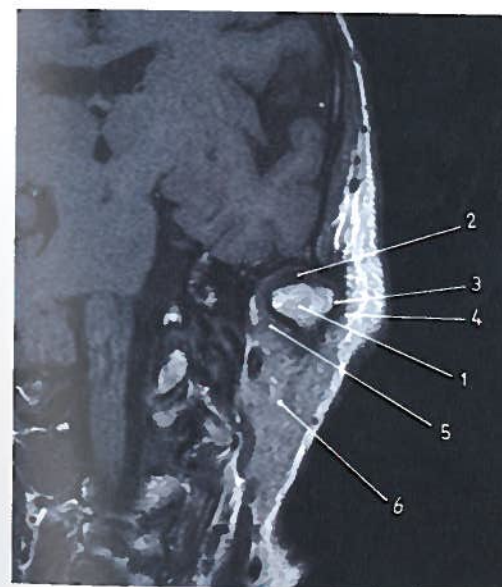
Corte coronal da articulação têmporo-mandibular em RM
